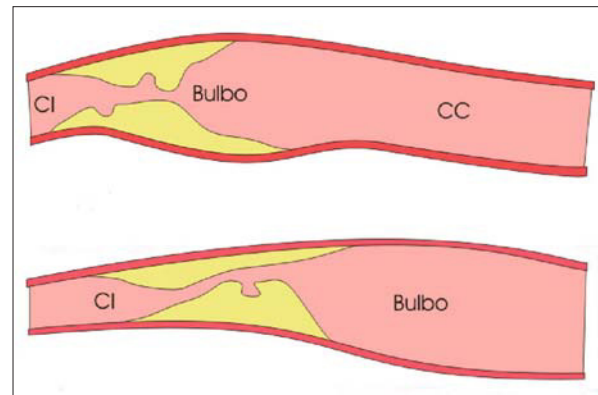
Utilidad del eco-Doppler justo antes de la endarterectomía.
